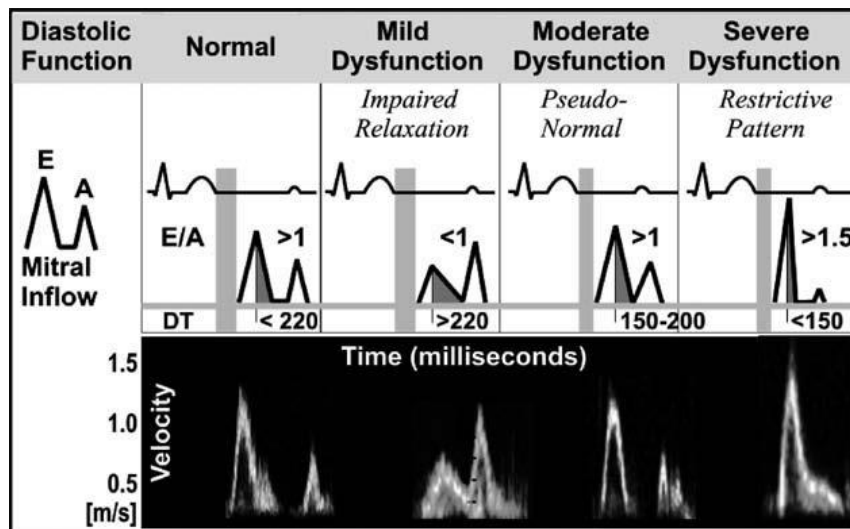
Apikal 4 boşluk penceresinden mitral kapak PW doppler ölçümü
